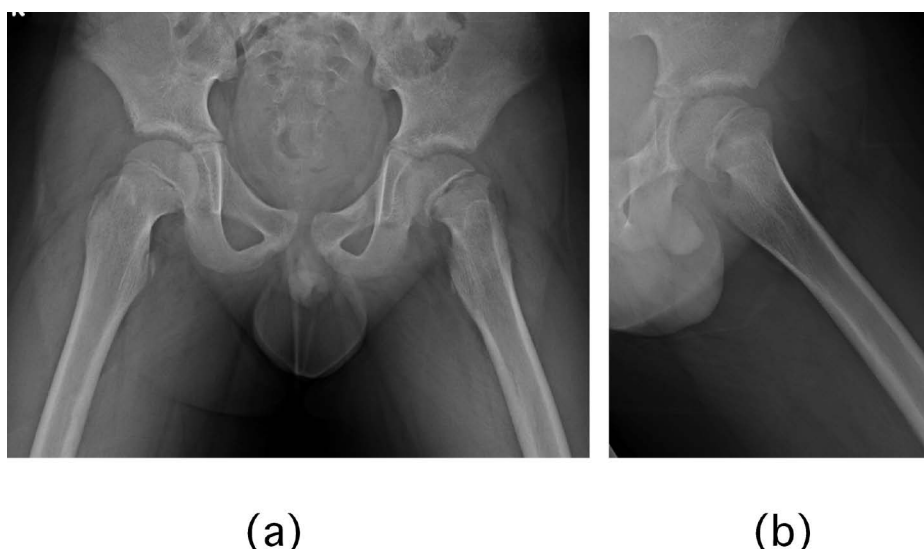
症例1 初診時単純X線像 (a): 正面像 (b): 側面像
